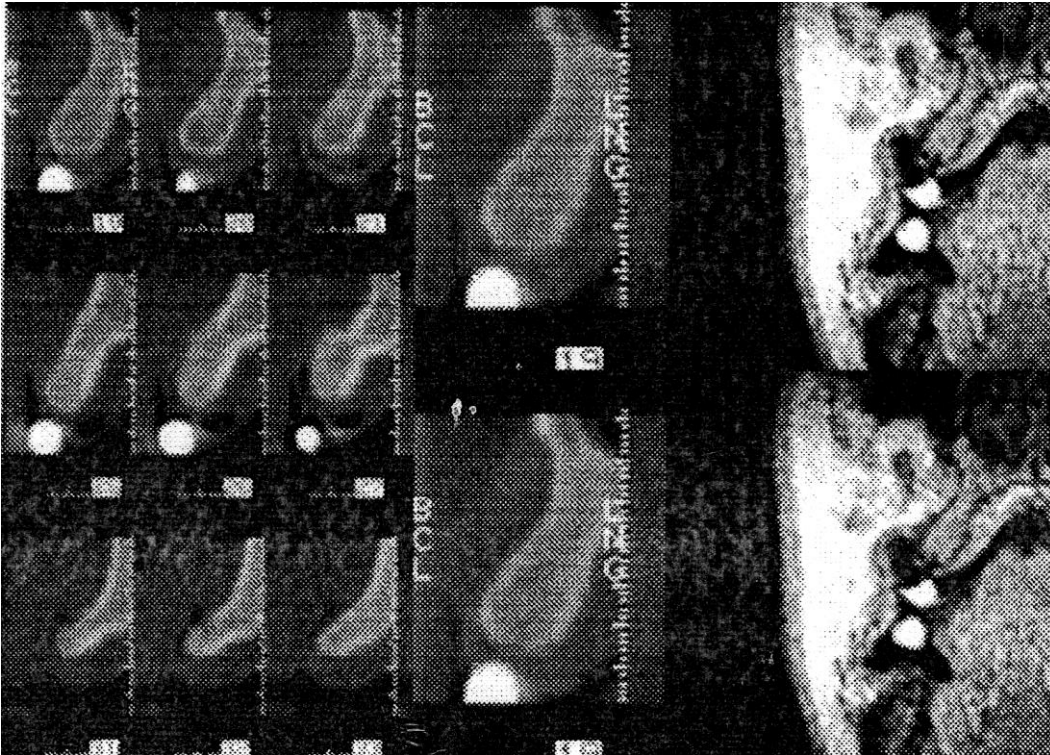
Εικόνες ανασυνθέσεις CT και MRI άνω γνάθου. Τομές κάθετες στη φατνιακή ακρολοφία επί των οποίων έγιναν οι μετρήσεις.
